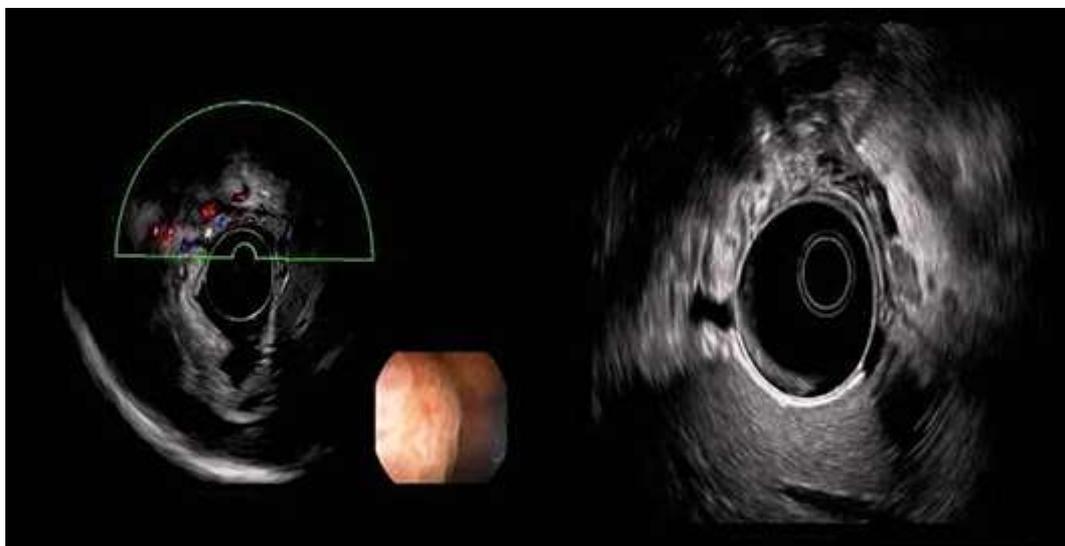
Imágenes obtenidas mediante ecoendoscopia donde se observa flujo al estudio Doppler color y engrosamiento de la pared gástrica.
